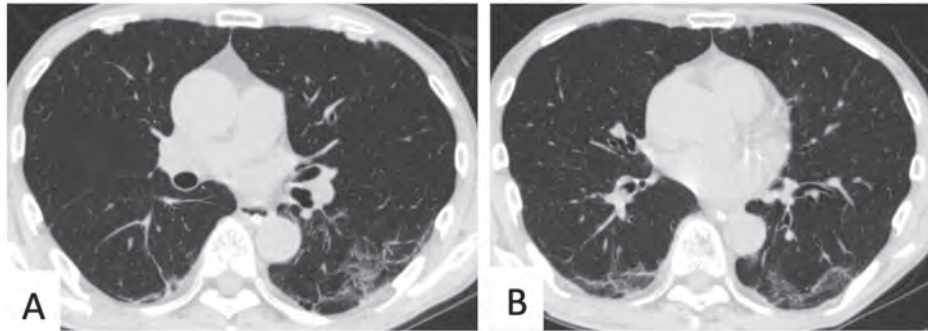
胸部CTを契機にPCR陽性と判明した症例(院内感染例)
